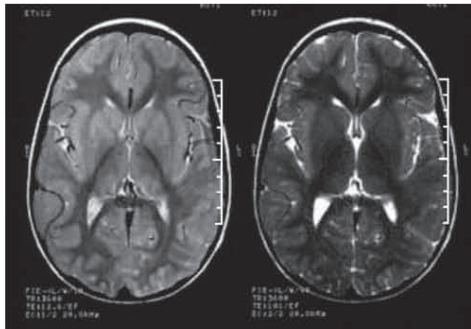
Brain MRI of case 2 at age 3.5 years. Normal image for age
